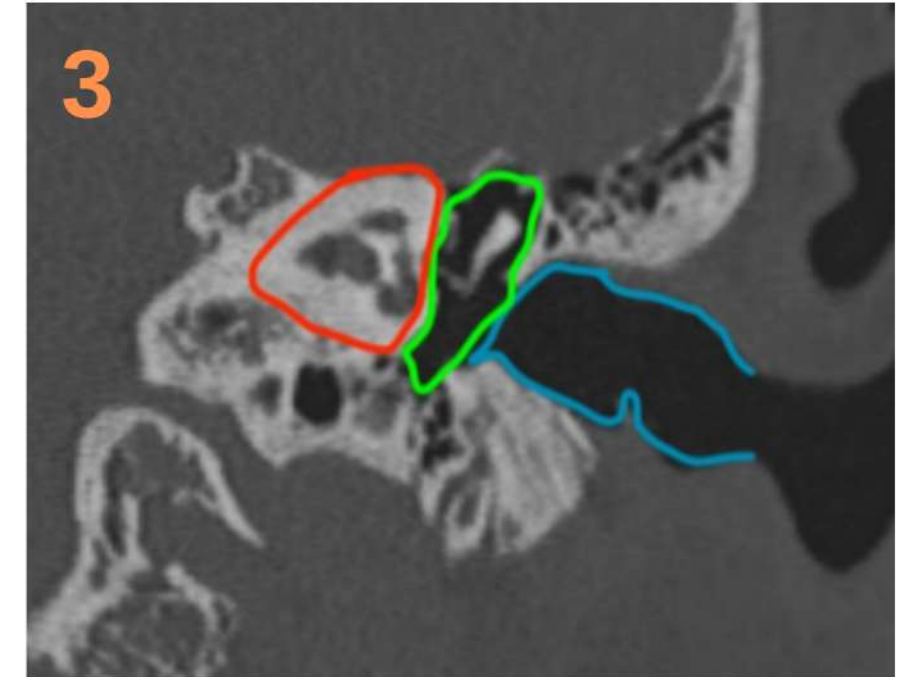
Imagen coronal de TC en la que se representa la anatomía del oído: externo (en azul), medio (en verde) e interno (en rojo).
